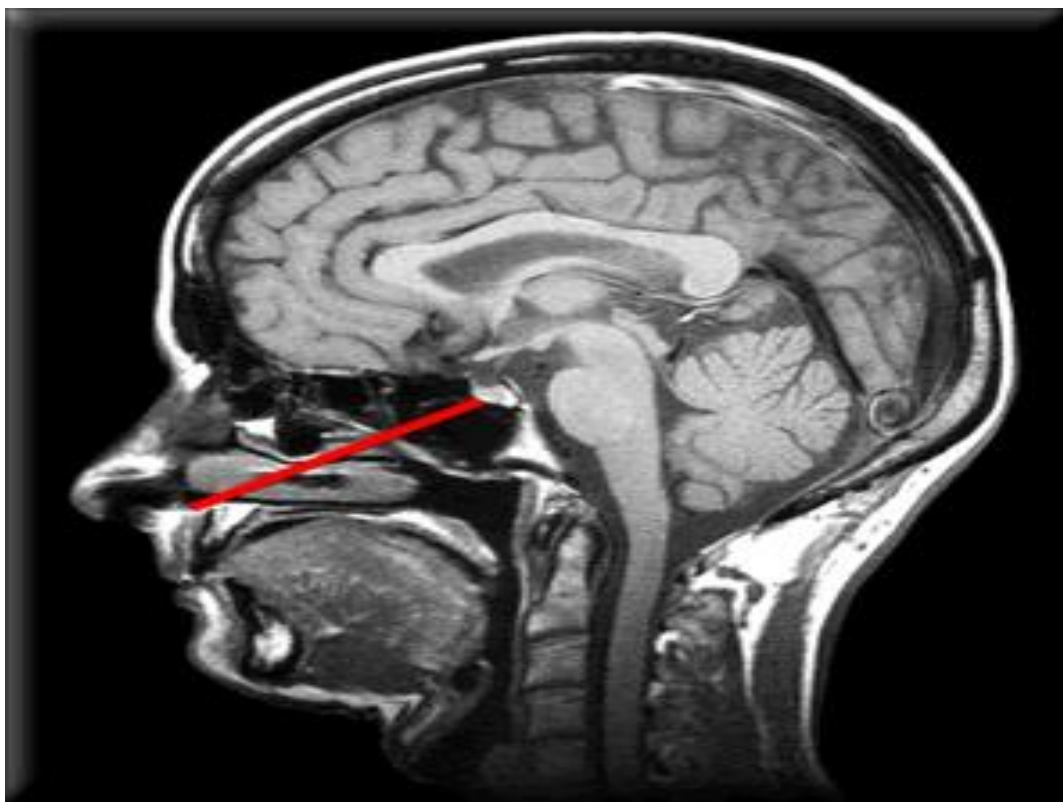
Image IRM d'un kyste de la poche de Rathke
